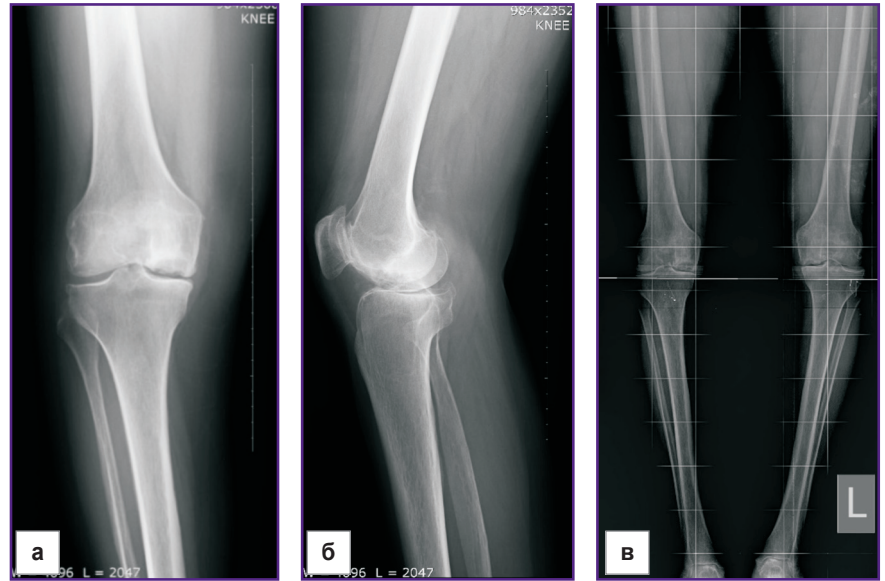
Рентгенограммы пациентки Е., 62 лет: а — переднезадняя проекция; б — боковая проекция; в — рентгенограмма нижних конечностей на протяжении (телерентгенограмма)
